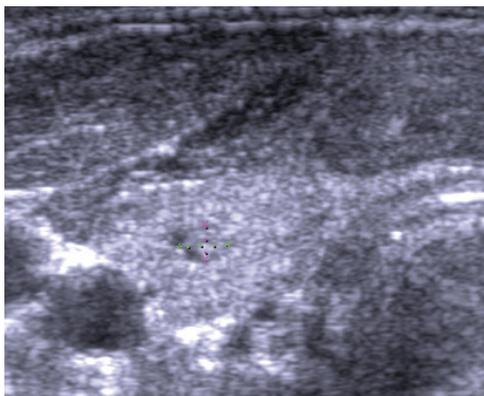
Пациент Б., 60 л., УЗИ (правая доля, поперечная проекция). Среди изоэхогенной ткани доли заметен узел 3,3x2,4 мм.
